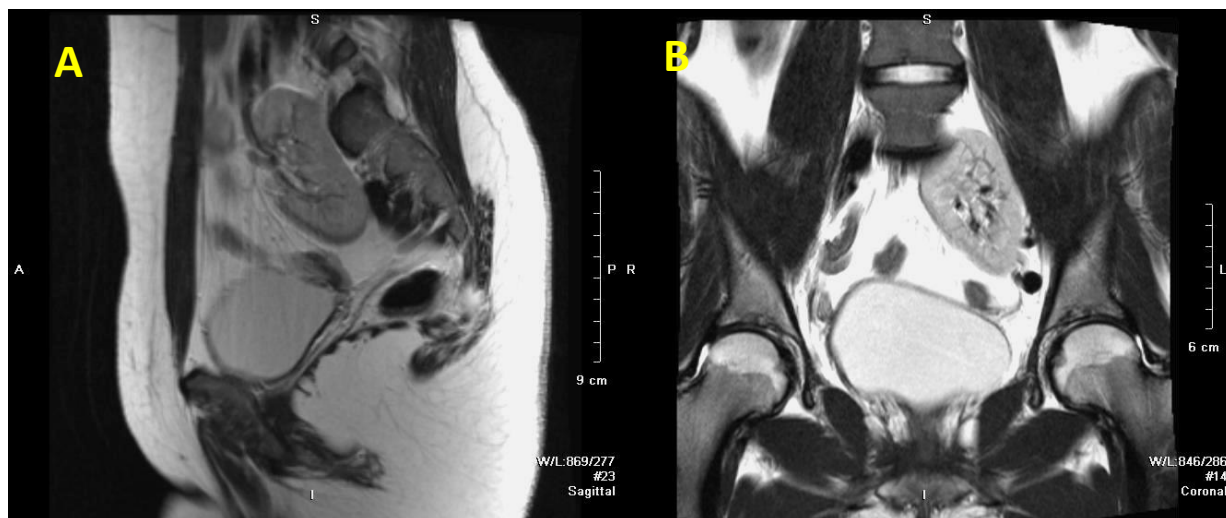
IRM organelor bazinului mic. Secvențele T2 în plan sagital (A) și coronal (B). Ectopia pelvină a rinichiului stâng
